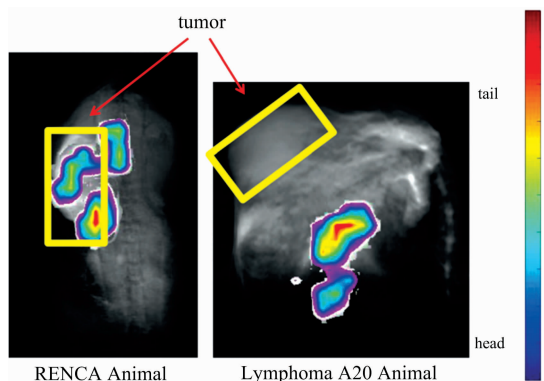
携带 RENCA (a) 和淋巴瘤 A20 肿瘤的大鼠 (b) 的  $^1\text{H}$ -MRI 图像, 以及注射  $^{13}\text{C}$ -HP DES (上色) 后获得的  $^{13}\text{C}$  MRI 肿瘤的位置 (黄色框表示)
